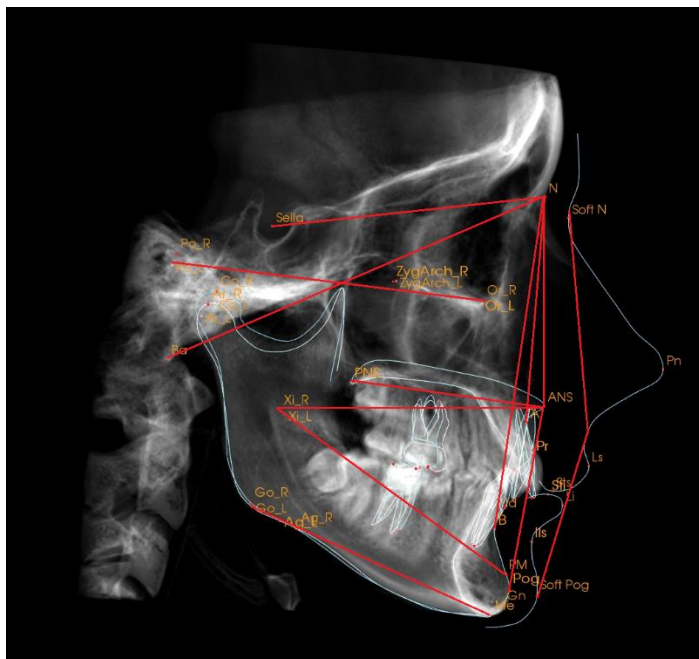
Цефалометрические показатели, используемые при анализе телерентгенограмм в боковой проекции и сагиттального среза КЛКТ черепа
